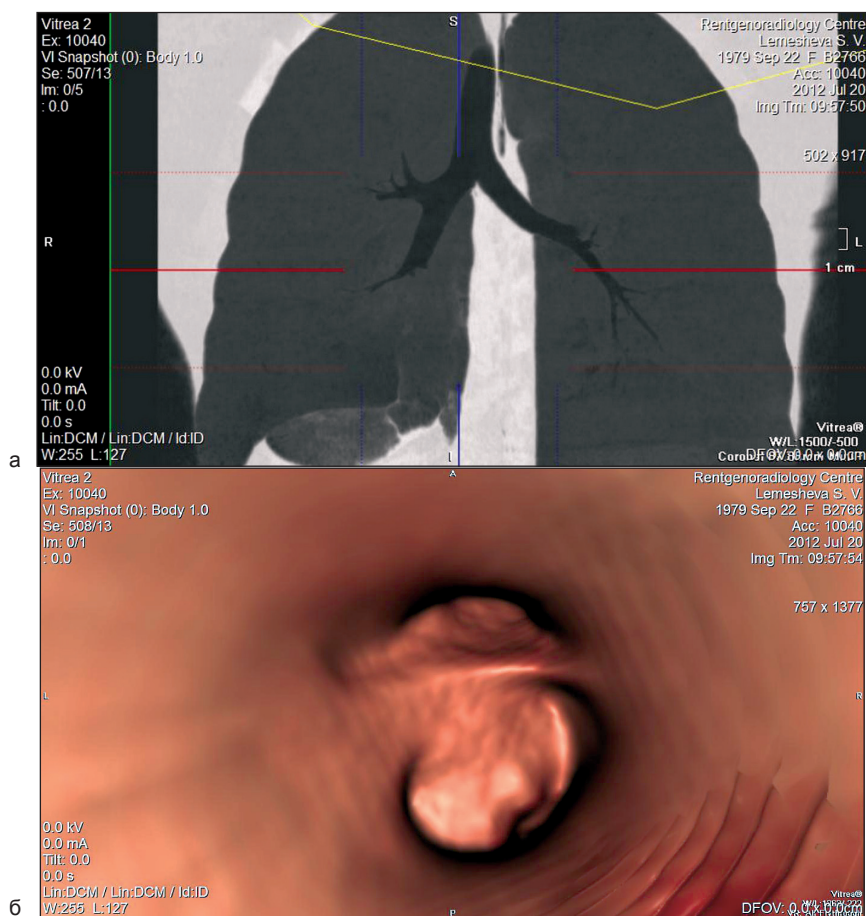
МСКТ ВБ. Рак нижнедолевого бронха справа: а) MiniIP, фронтальная реконструкция, в просвете нижнедолевого бронха бугристые массы, гиповентилизация нижней доли легкого справа; б) ВБ – бугристая опухоль на широком основании стенозирует просвет нижнедолевого бронха правого легкого ниже отхождения среднедолевого бронха
